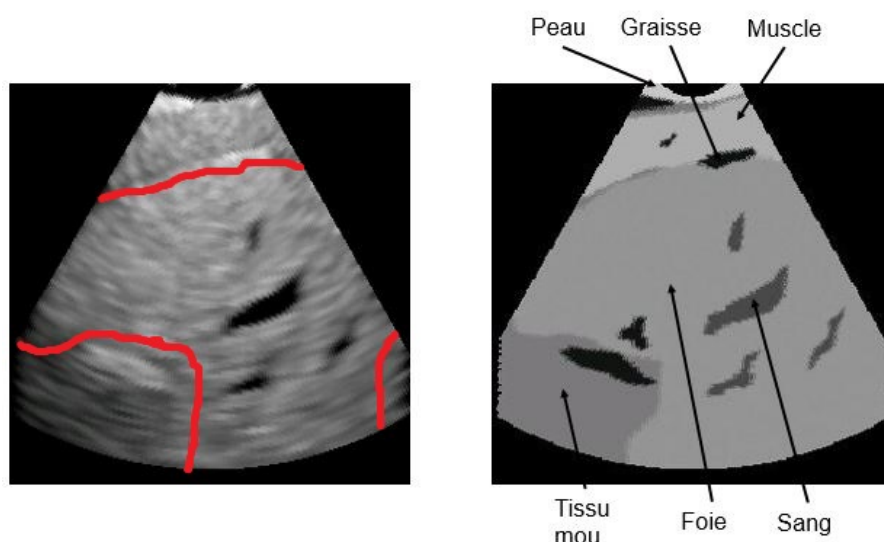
Image ultrason simulée d'un foie et sa carte d'impédance. En rouge se trouve la délimitation du foie.
